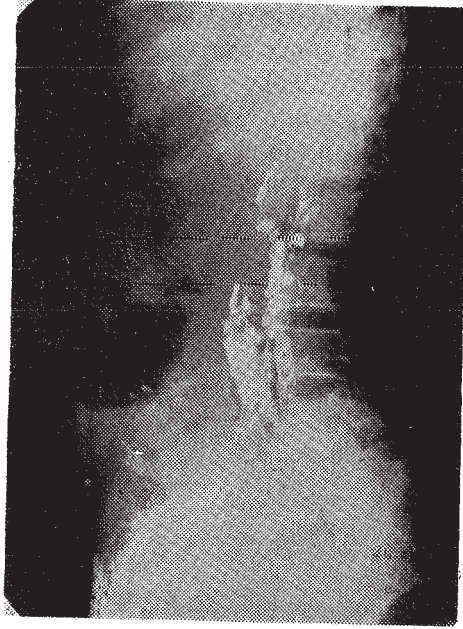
Bilhassa sağda fazla olmak üzere her iki pleura boşluğunda mayi toplandıktan sonraki akciğer grafisi
